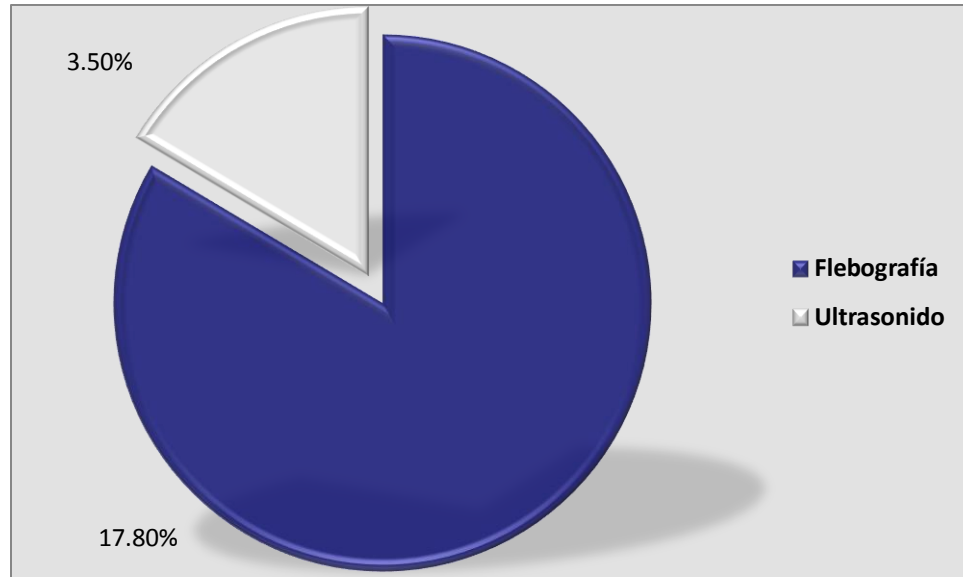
Correlación flebografía- ultrasonido en la detección de estenosis de angioacceso.
